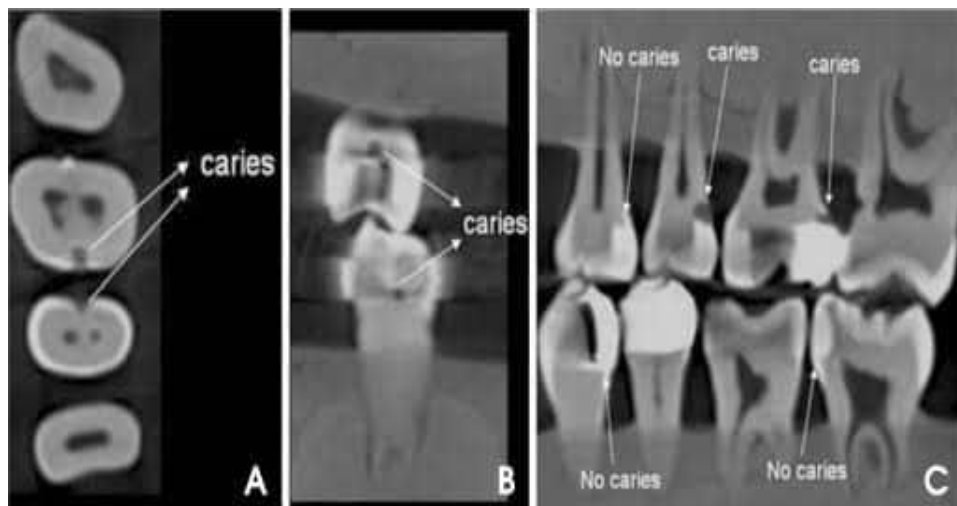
carie secondaire prise par CBCT (A) plan axial (B) plan coronaire (C) plan sagittal[43]
